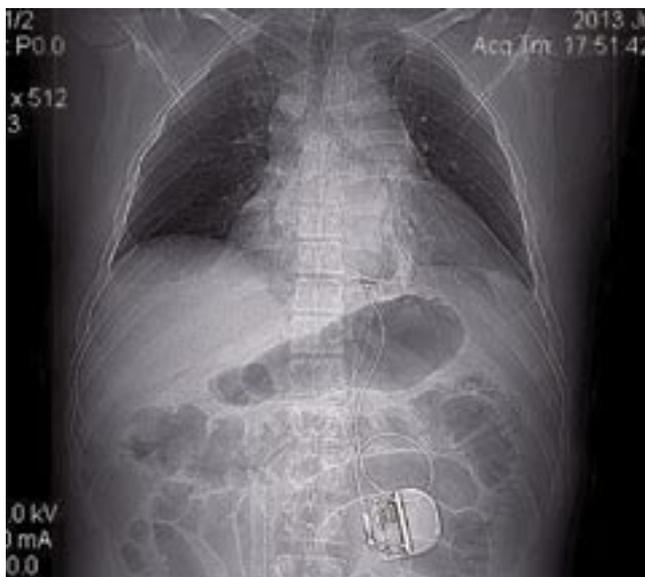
Рентгенограмма грудной клетки больного Н., 60 лет, после имплантации электрокардиостимулятора
